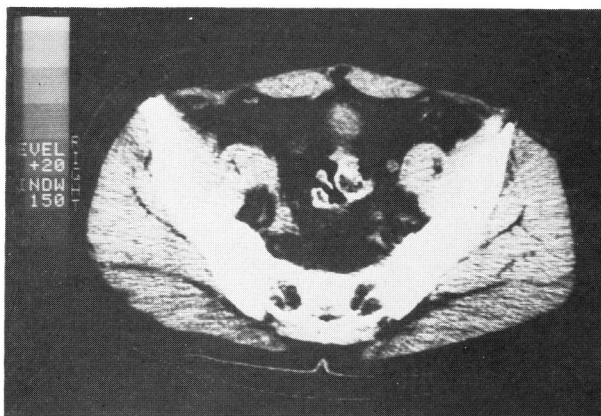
Computerized tomography scan, showing complete disappearance of tumor following treatment with CDDP, 1950 mg
